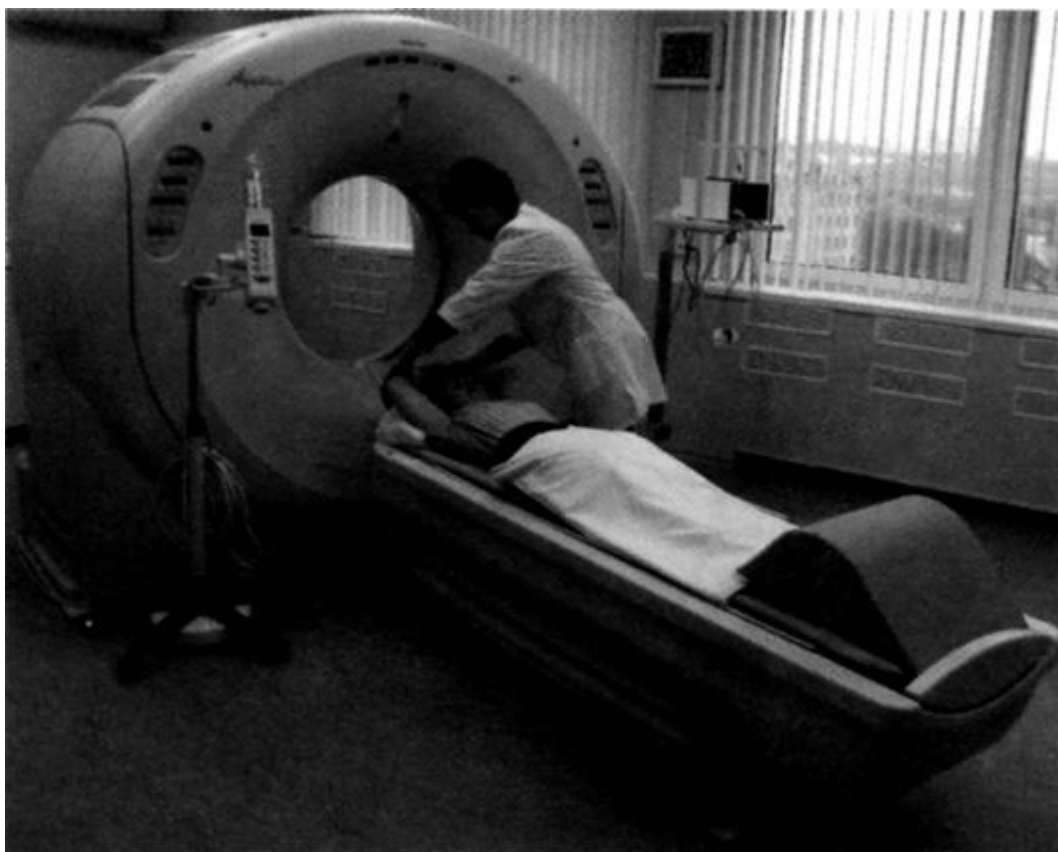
Устройство мультиспирального КТ (4 ряда детекторов).
